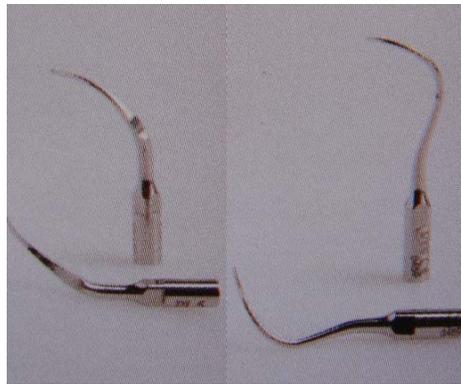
ESM:PL4,PL5, Satelec: TK2,TK2-subgingival con longitud de 3 a 5 mm para el desbridamiento subgingival en áreas de furcaciones y concavidades de la raíz. ⁹
